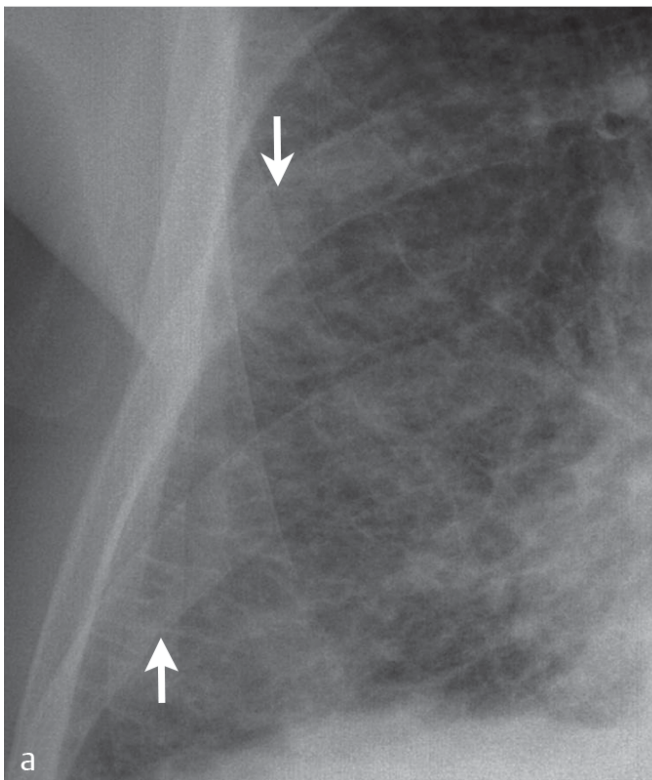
Interlobulärseptale Verdickung. a Röntgenbild mit horizontalen kurzen, von der Pleura ausgehenden Linien, sogenannte Kerley B-Linien (Pfeile); b CT mit polygonalem Muster verdickter Interlobulärsepten (Pfeile).
